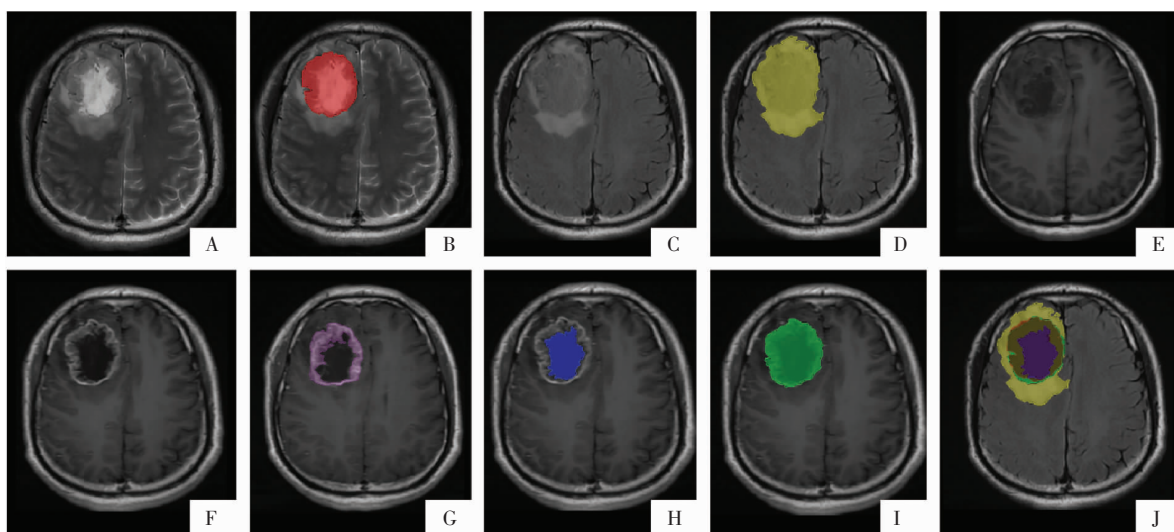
胶质瘤标注示例。胶质母细胞瘤,右侧额叶肿瘤呈花环样强化,瘤内坏死囊变增强后无强化。A、B 图为 T₂WI 序列及标注的肿瘤瘤体(红色);C、D 图为 T₂-FLAIR 序列及标注的全肿瘤区域(黄色);E 图为 T₁WI 平扫序列;F 图为 T₁WI 增强序列;G、H 图为标注的肿瘤强化范围(紫色)和肿瘤非强化范围(蓝色);I 图为 G 图与 H 图叠加影像;J 图为所有标注区域融合影像。
